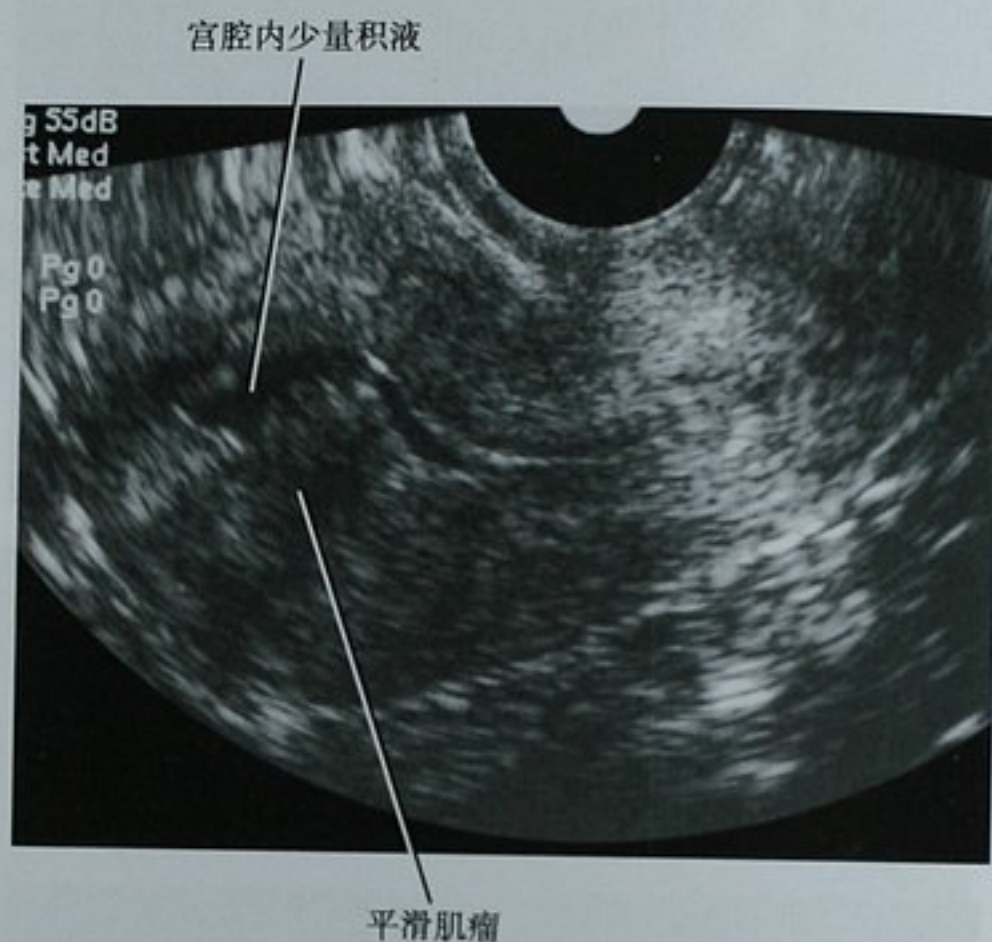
经子宫超声造影显示的黏膜下层平滑肌瘤。盐水灌注后经阴道超声矢状位的子宫图像显示一个光滑、球状的肿块突入子宫腔内。它提示肿块有蒂,可在宫腔镜下摘除
